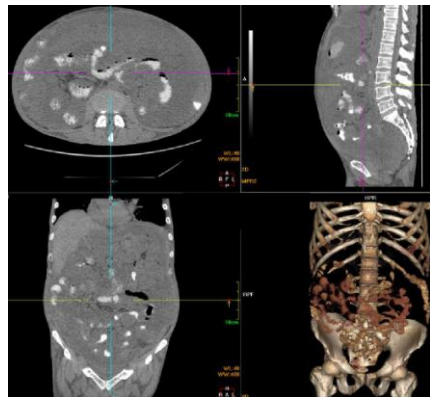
PMP 患者，CT 示小肠系膜间大量黏液结节及黏液，小肠袢散在分布、未见聚集
